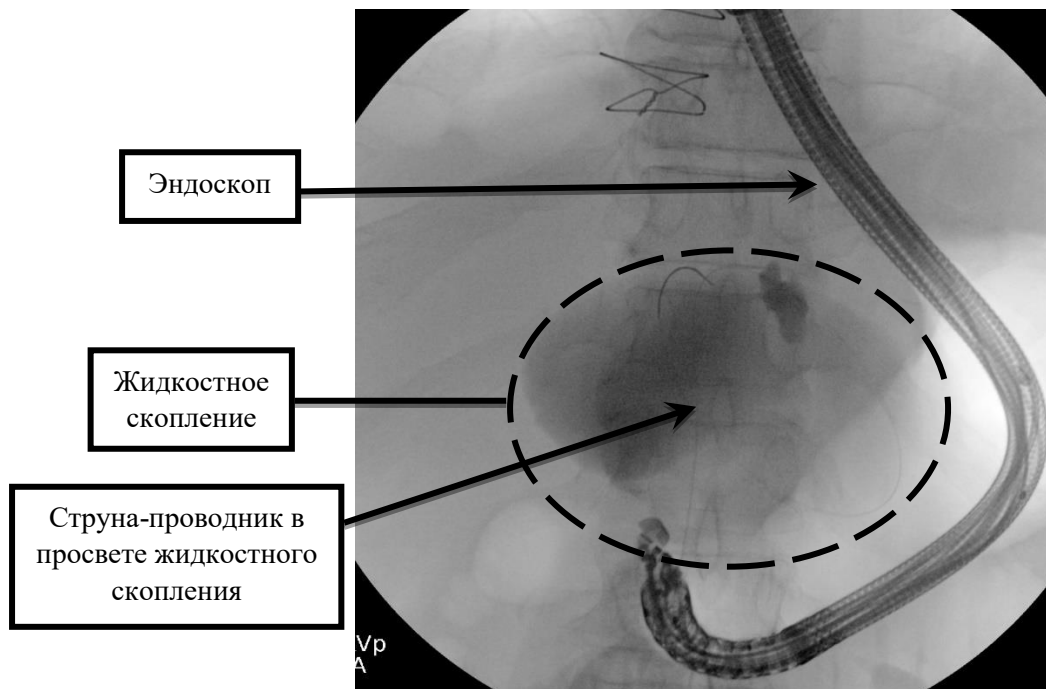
Рентгенограмма. Струна-проводник в просвете жидкостного скопления
